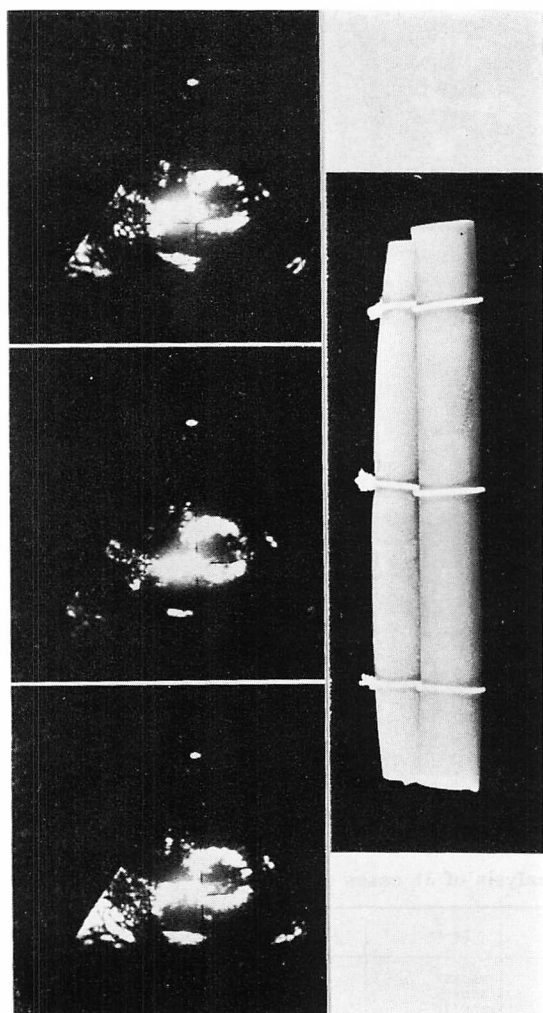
Two-dimensional echocardiographic images from parallel model.
